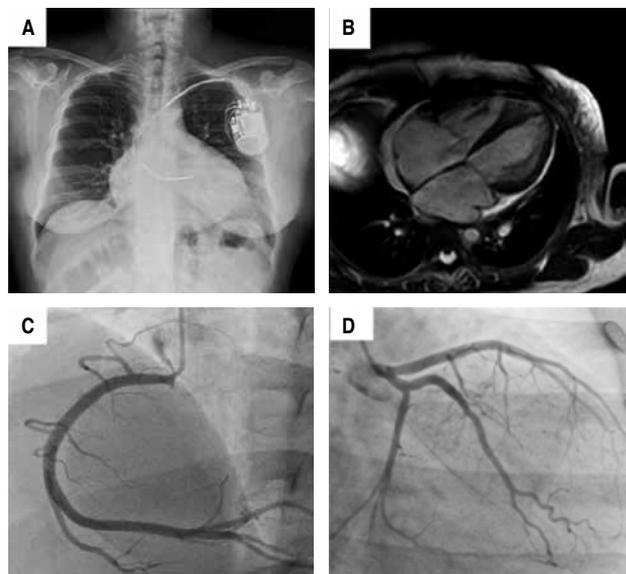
A) Radiografía de torax, se observa cardiomegalia y DAI-con resincronizador B) RMN con gadolinio, sin realce tardío sin patrón característico. C) CTT coronaria derecha sin lesiones. D) CTT tronco, Cx y DA sin lesiones.
